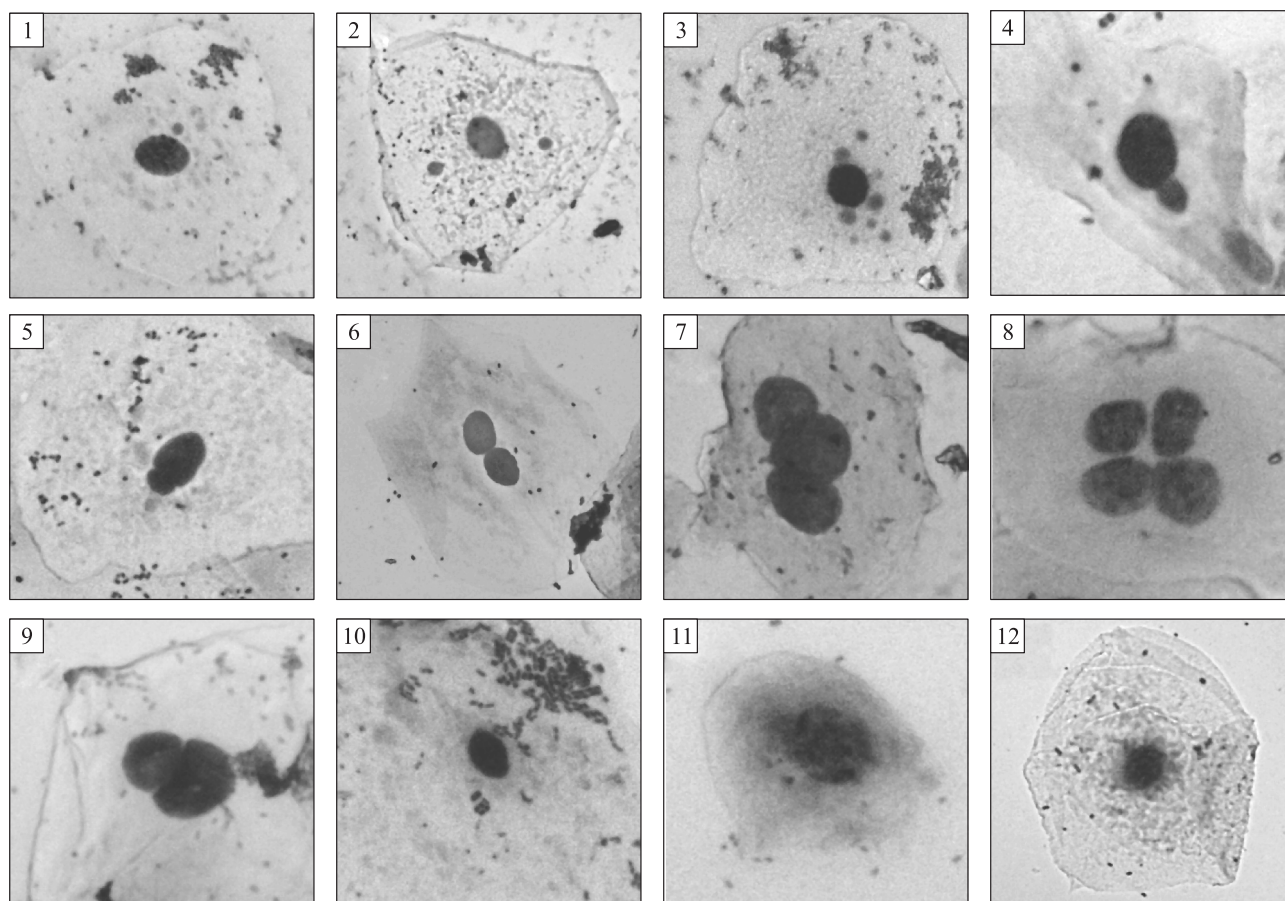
Микрофото цитогенетических нарушений в буккальном эпителии детей 7–9 лет (окраска по Лейшману, ув. $\times 400$). 1 – клетка с микроядром; 2 – клетка с двумя микроядрами; 3 – клетка с множеством микроядер; 4, 5 – клетка с протрузией ядра; 6 – двуядерная клетка; 7 – клетка с тремя ядрами; 8 – клетка с четырьмя ядрами; 9 – клетка с двойным ядром; 10 – клетка с кариопикнозом; 11 – клетка с кариорексисом; 12 – клетка с кариолизисом
